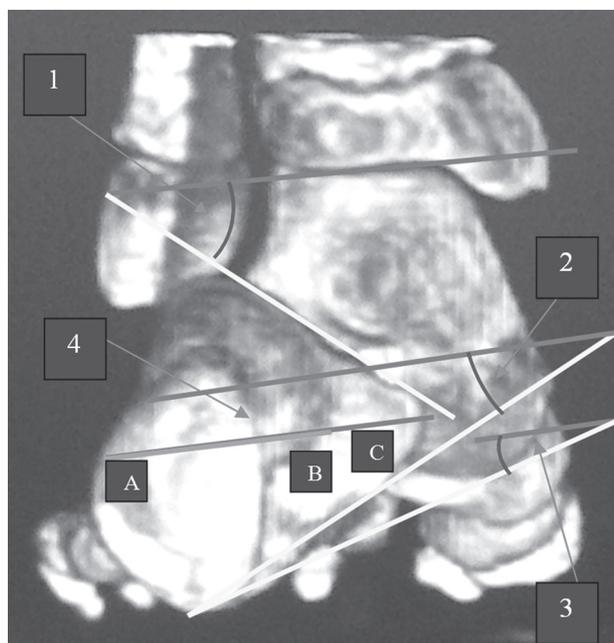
Характеристики компьютерной томограммы стопы с выраженной эквино-плано-вальгусной деформацией, выполненной с моделированием ортостатической нагрузки в режиме трёхмерной реконструкции изображения
